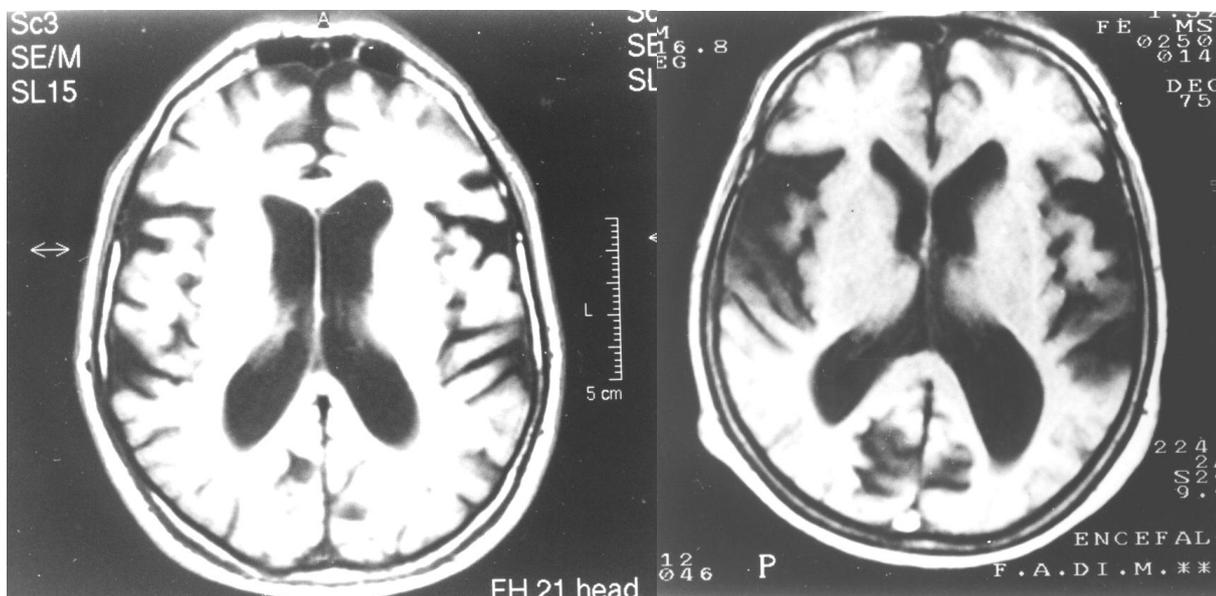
Resonancia magnética nuclear en ambos gemelos. El que recibió melatonina se muestra a la izquierda. Puede apreciarse el menor grado de involución temporal.
